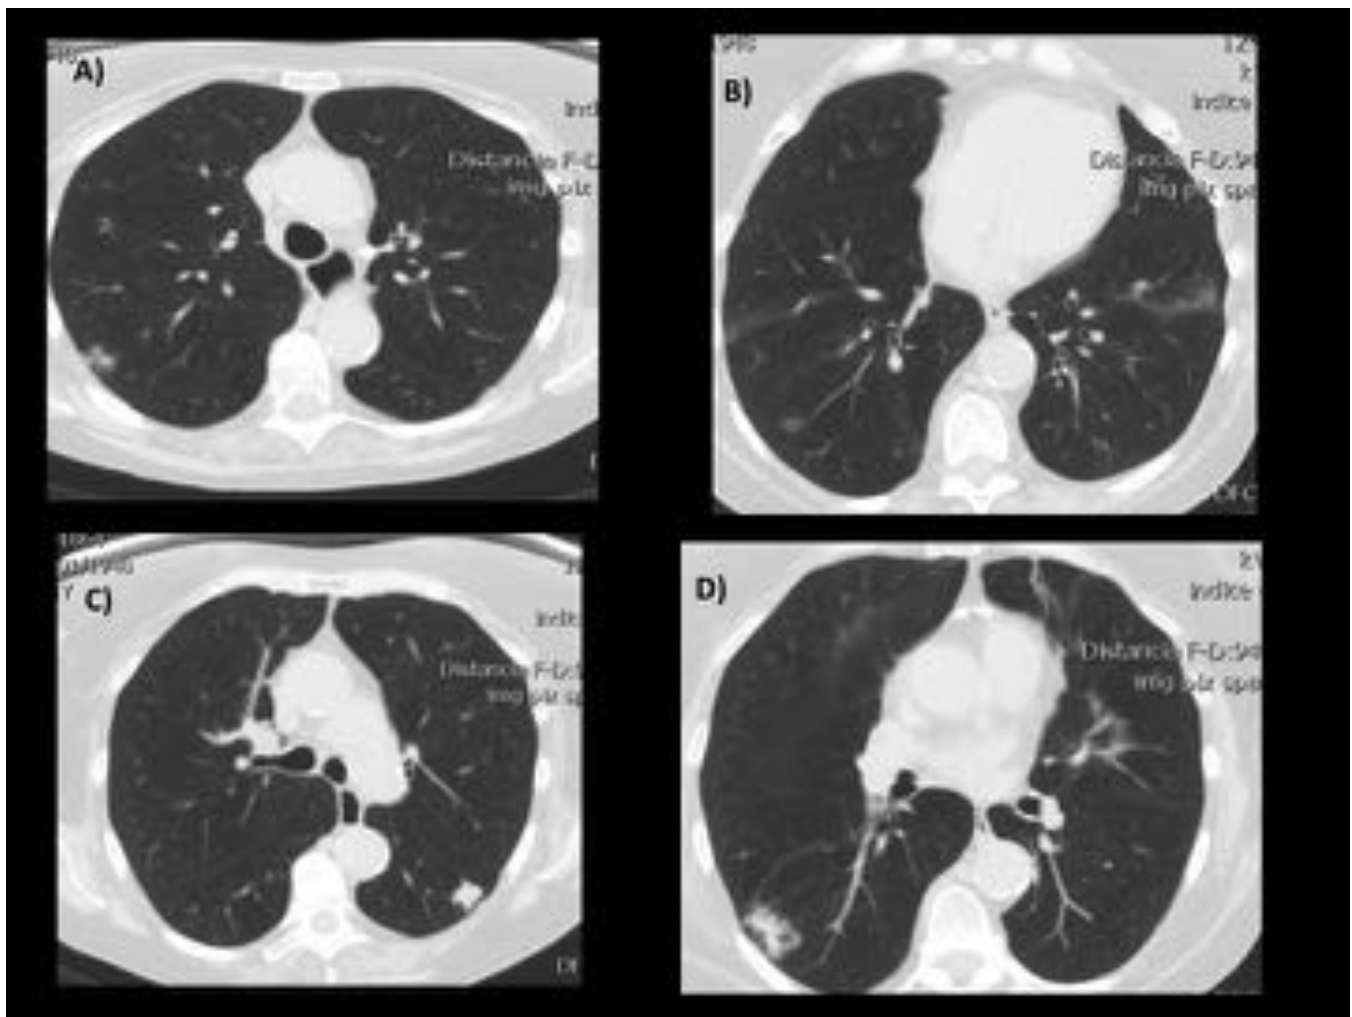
Paciente con multiples nódulos subsólidos: A) y D) nódulos con parte sólida, B) nódulo en VD puro y C) nódulo en VD puro. La lesión dominante es la mostrada en D) que mide 26mm, tiene componente sólido y "bubble like lucencies". -Se realizó PET TC y sólo mostró captación la lesión mostrada en C). (Ver siguiente figura) -La lesión de C) y la de D) fueron resecaadas en dos intervenciones diferentes y mostraron ser tumores primarios de pulmón sincrónicos.
